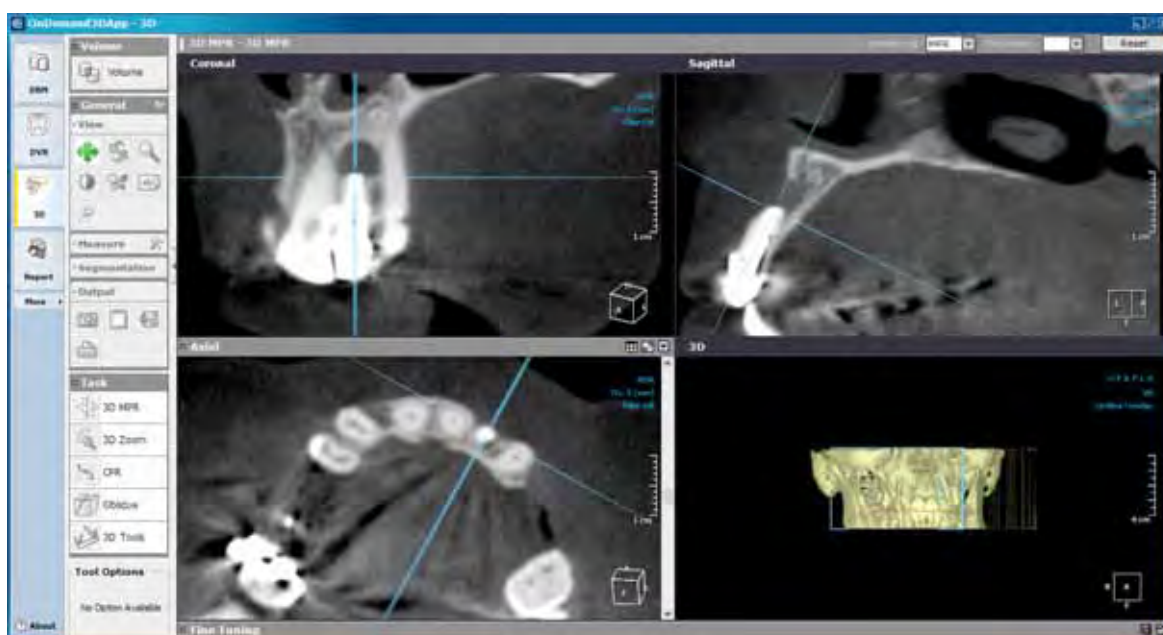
Padronização, no sentido longitudinal do dente, para obtenção dos cortes tomográficos paralelos ao plano sagital de toda extensão da lesão periapical, no programa OnDemand 3D.
